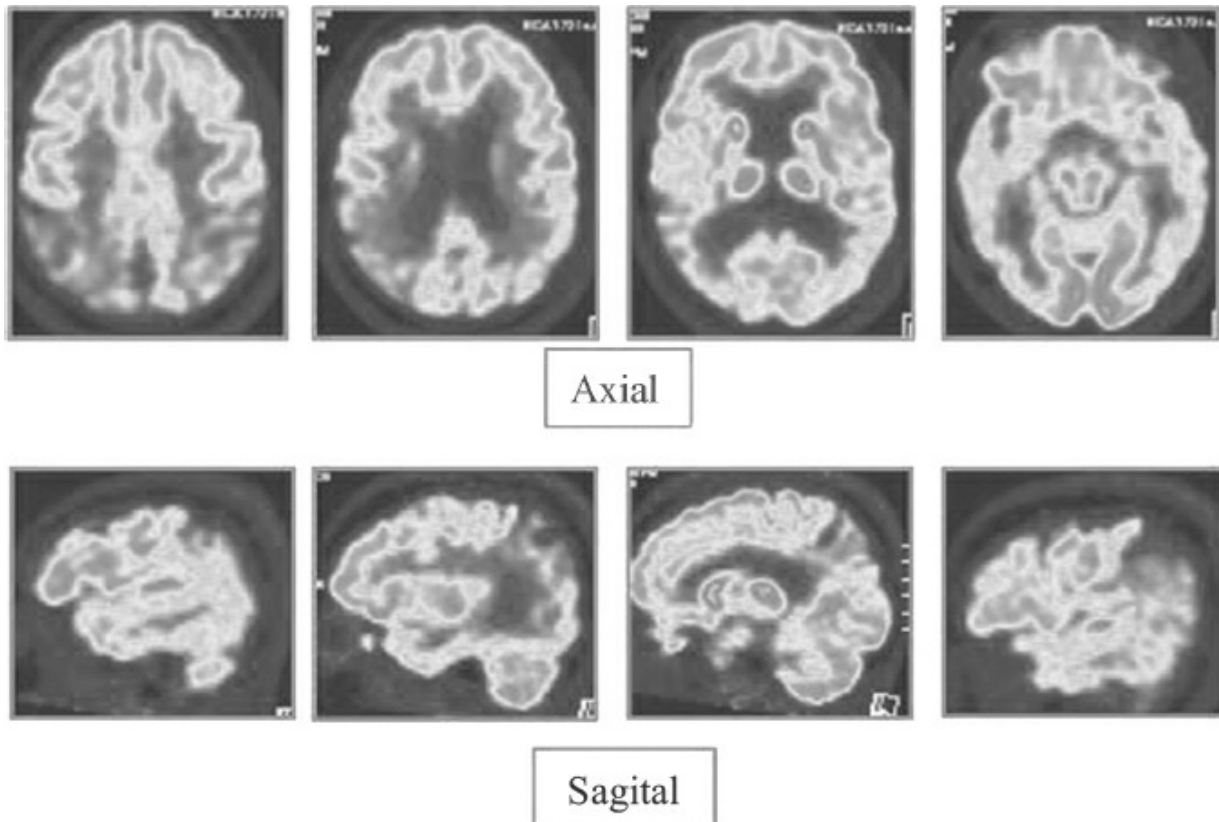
PET-FDG axial y sagital. Cortesía del Dr. Guiyun Wu. También se muestra en el inserto a color.
